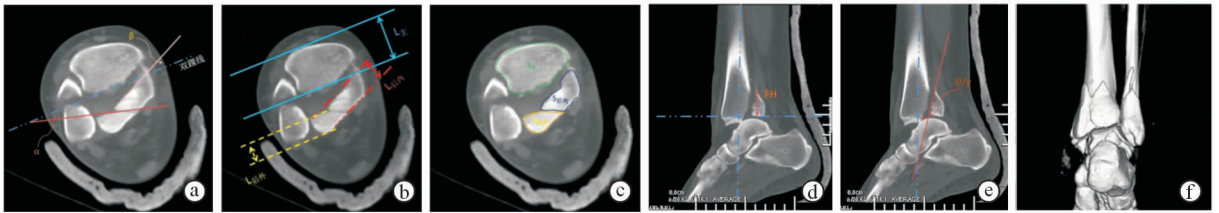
CT 横断面与矢状面图像上后 Pilon 骨折形态学测量指标 a. 横断面成角 b. FLR, 其中  $FLR1 = L_{后外} / (L_{主} + L_{后外}) \times 100\%$ ,  $FLR2 = L_{后内} / (L_{主} + L_{后内}) \times 100\%$  c. FAR, 其中  $FAR1 = S_{后外} / (S_{主} + S_{后外} + S_{后内}) \times 100\%$ ,  $FAR2 = S_{后内} / (S_{主} + S_{后外} + S_{后内}) \times 100\%$ ,  $FAR3 = FAR1 + FAR2$  d. FH, 其中 FH1 为后外侧骨折块矢状面最高点与胫骨远端关节面的距离, FH2 为后内侧骨折块矢状面最高点与胫骨远端关节面的距离 e. 矢状面成角 f. 同一病例的 CT 三维重建图像, 距骨向后半脱位
